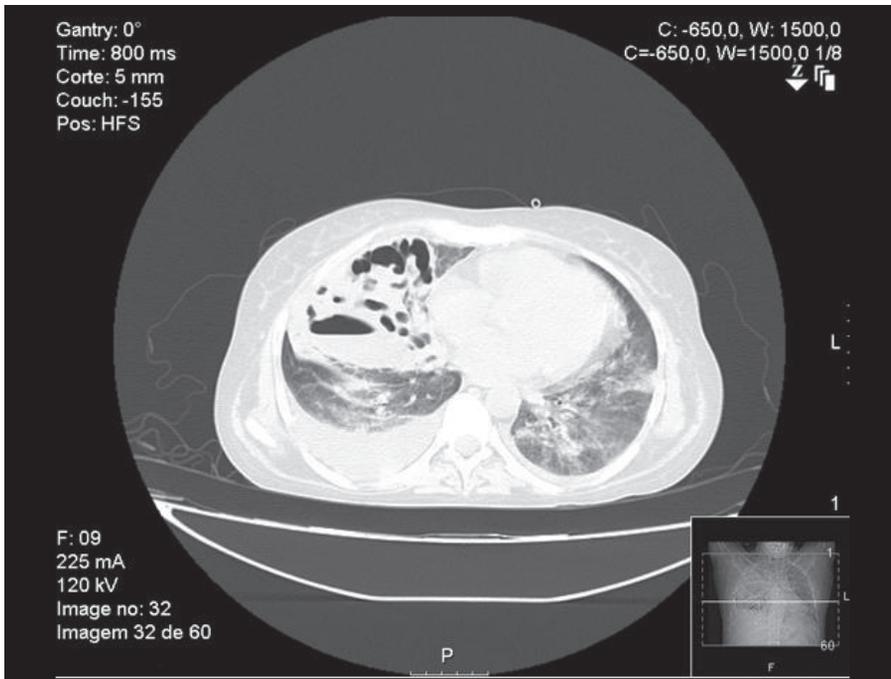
TC Torácico: Consolidação alveolar no segmento apical do LSD com áreas necróticas e aumento da densidade em vidro despolido no LIE.
